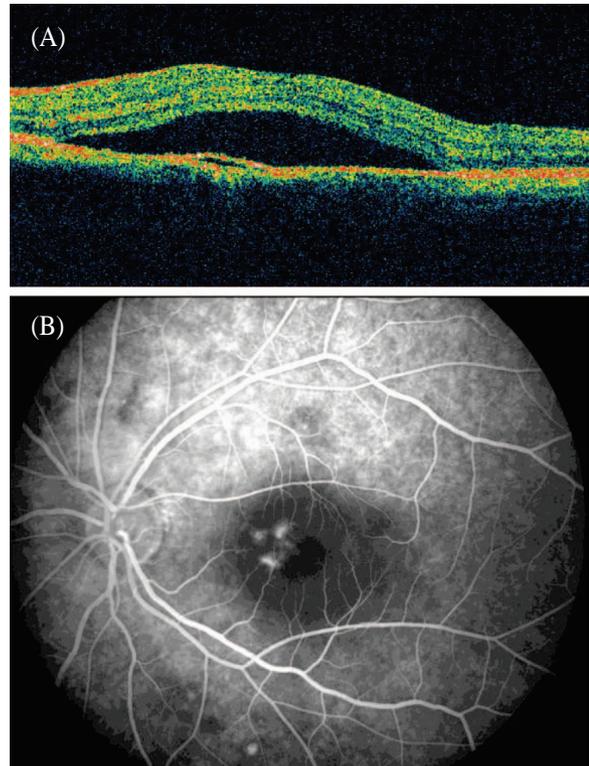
A. Optical coherence tomograph of the left eye showing neurosensory retinal detachment with focal retinal pigment epithelium detachment. B. Fluorescein angiography showing pooling fluorescein in the subretinal space in the late stage.
